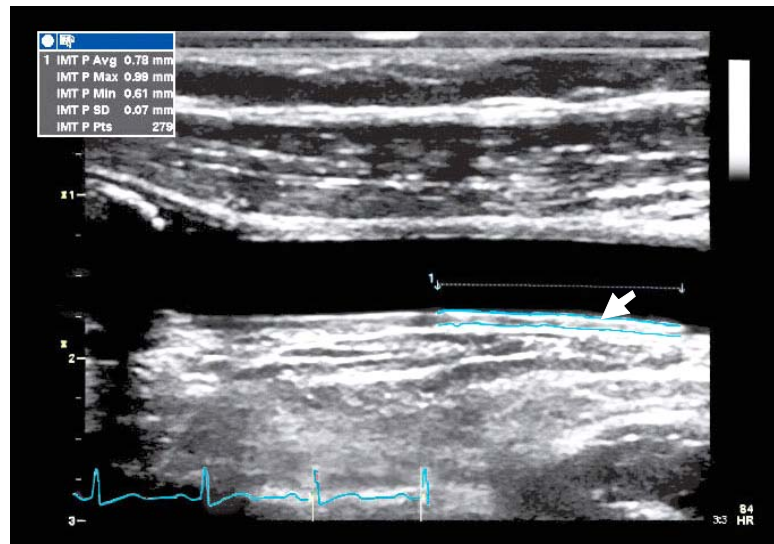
Immagine ultrasonografica della misurazione del complesso intima-media (indicato dalla freccia) dell'arteria carotidea. (http://www.gehealthcare.com/usen/ultrasound/products/vivid7_dim.html).
